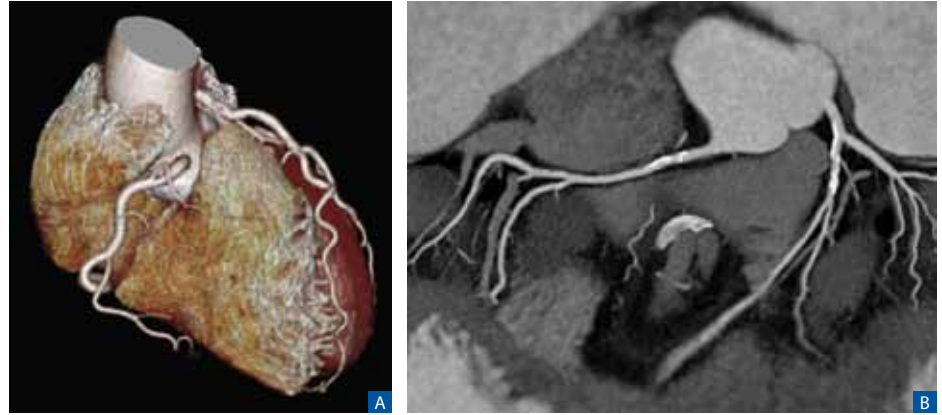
Endlich hat das CT in der Herzbildgebung im Claraspital seinen Platz gefunden. 1A: Volume-Rending des Herzens mit rechter Koronararterie und Ramus interventrikularis anterior im Hintergrund, 1B: sogenanntes Koronaricmap mit allen Koronarästen auf einer Ebene projiziert.
